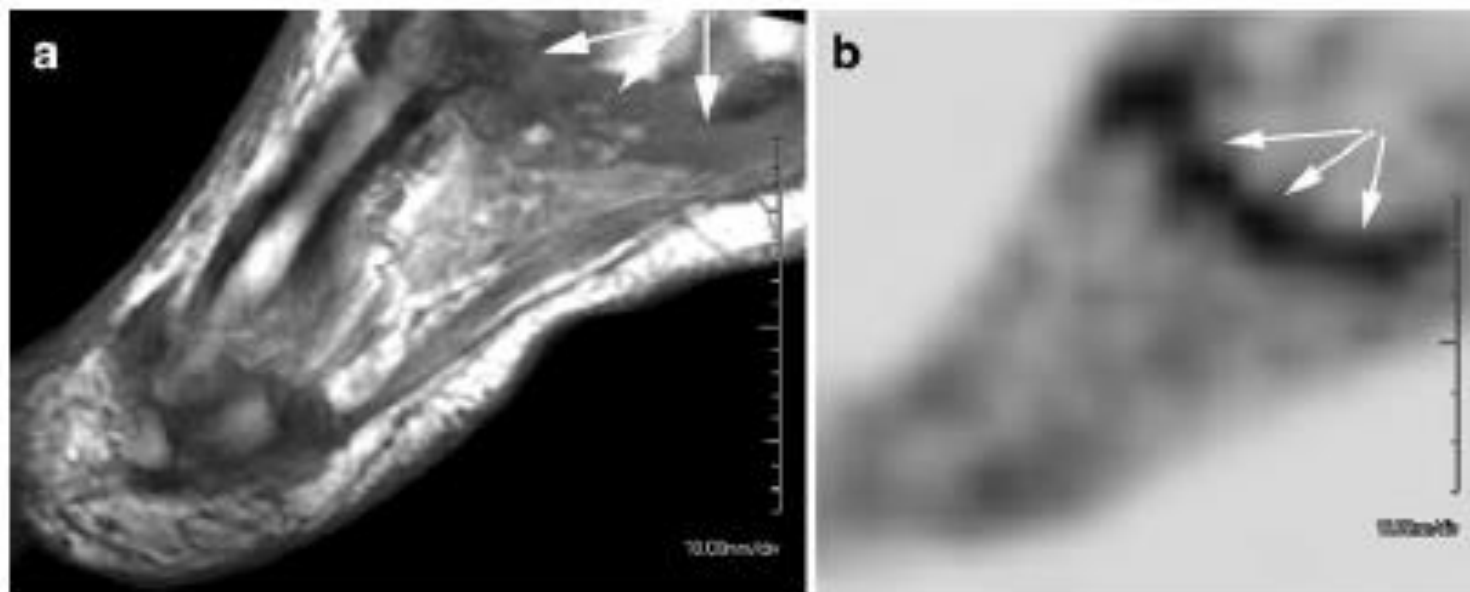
Sixty-year-old diabetic female with suspected osteomyelitis. a Magnetic resonance image shows a linear area of abnormality at the junction of the tarsal metatarsal joint of the right foot suggestive of osteomyelitis. b Corresponding to the same site, intense uptake of [18F]-2-fluoro-2-deoxy-D-glucose is seen on positron emission tomography image which is also highly suggestive of infection.
